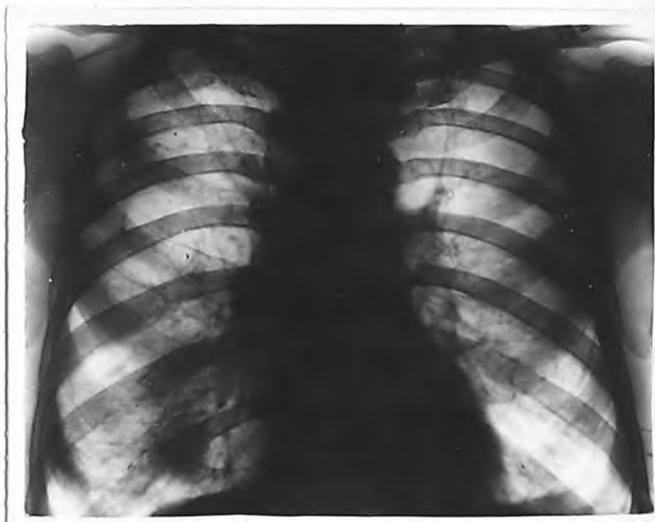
Рентгенограмма грудной клетки 6-го К-ных
